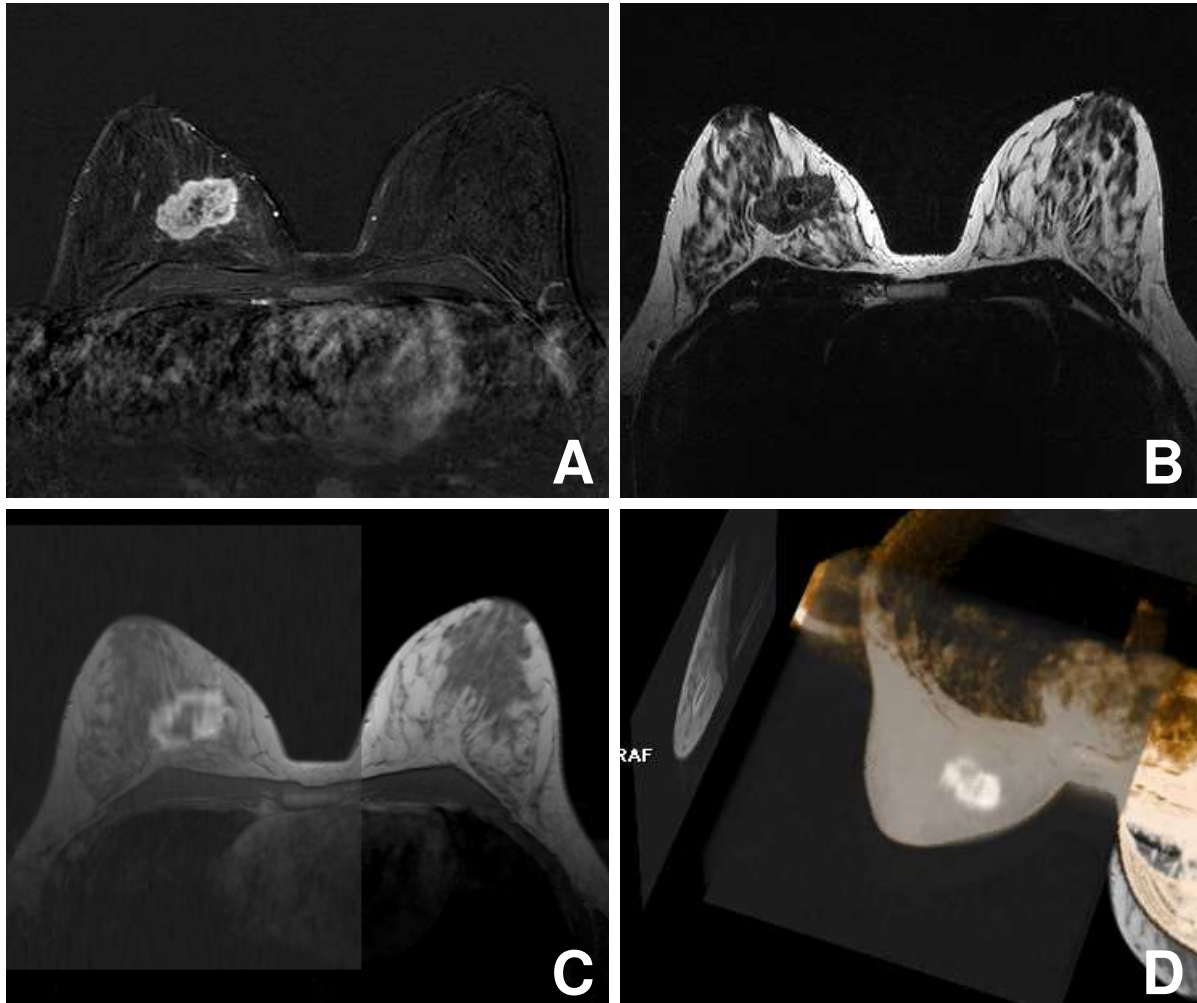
weiblich, 34 Jahre, schlecht differenziertes invasiv- duktales Mammakarzinom (G3); A: Frühe Subtraktion (90 Sekunden nach Injektionsbeginn) der kontrastmittelverstärkten, T1 gewichteten Dynamik; B: T2-gewichtete Turbo-Spin-Echo Aufnahme; C, D: Fusion aus DTI (Trace DWI Aufnahmen bei einem b-Wert von 1000 s/mm²) mit nativer T1-gewichteter Aufnahme; das graue Rechteck repräsentiert das mittels DTI Messung untersuchte Bildfeld. Form, Lage und Signal des Tumors ähneln einander in beiden Techniken (Subtraktion und DWI).
